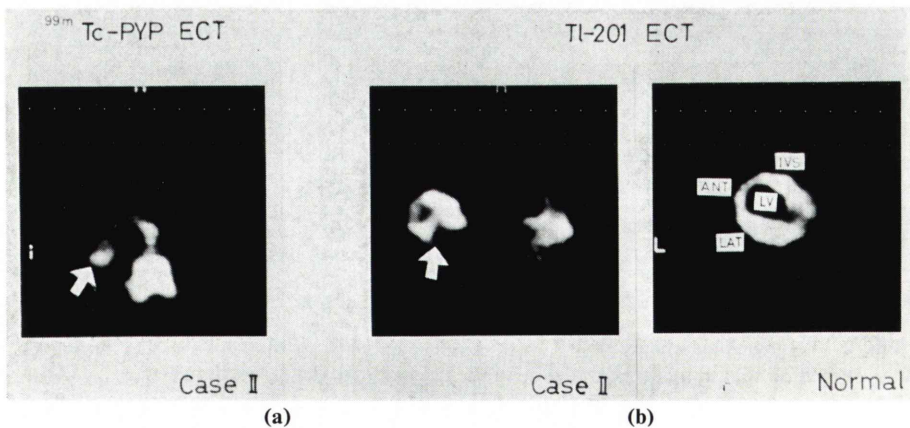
Tomographic images with Tc-99m-PYP and Tl-201, focal abnormal PYP accumulation was well corresponded with the defect of the Tl-201 sectional image.
